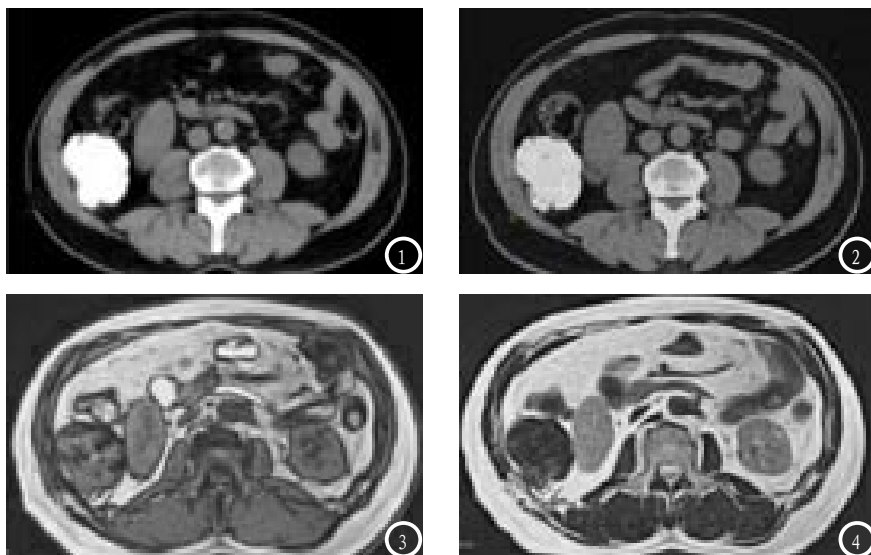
患者男, 64岁, 无明显临床症状, 有阑尾切除手术史, 体检经超声发现右上腹部肿块就诊; 图1、图2分别为CT增强扫描门静脉期与延迟期影像, 后者CT值较前者略低, 但均可见肿瘤外观规整且边界清晰, 未见压迫其周围肝肾等脏器; 图3、图4分别为MRI T1WI、T2WI平扫影像, 前者可见瘤体内部信号强度不均, 且黏液分布广泛, 后者信号普遍偏低, 亮度增大后可辨识出线状流空血管穿行其中。
